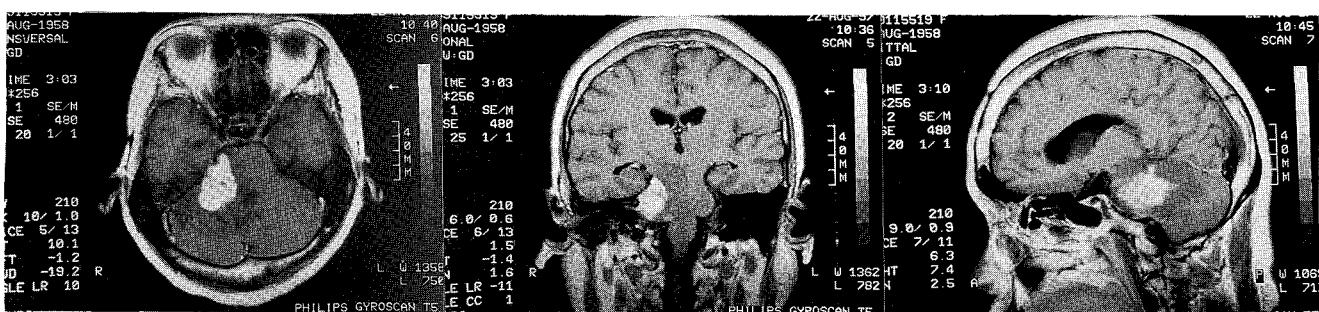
Right cerebellopontine angle lesion. The gadolinium-enhanced MR image shows the lobulated mass with heterogenous strong enhancement: (left) axial view, (Center) coronal view, (right) sagittal view.
